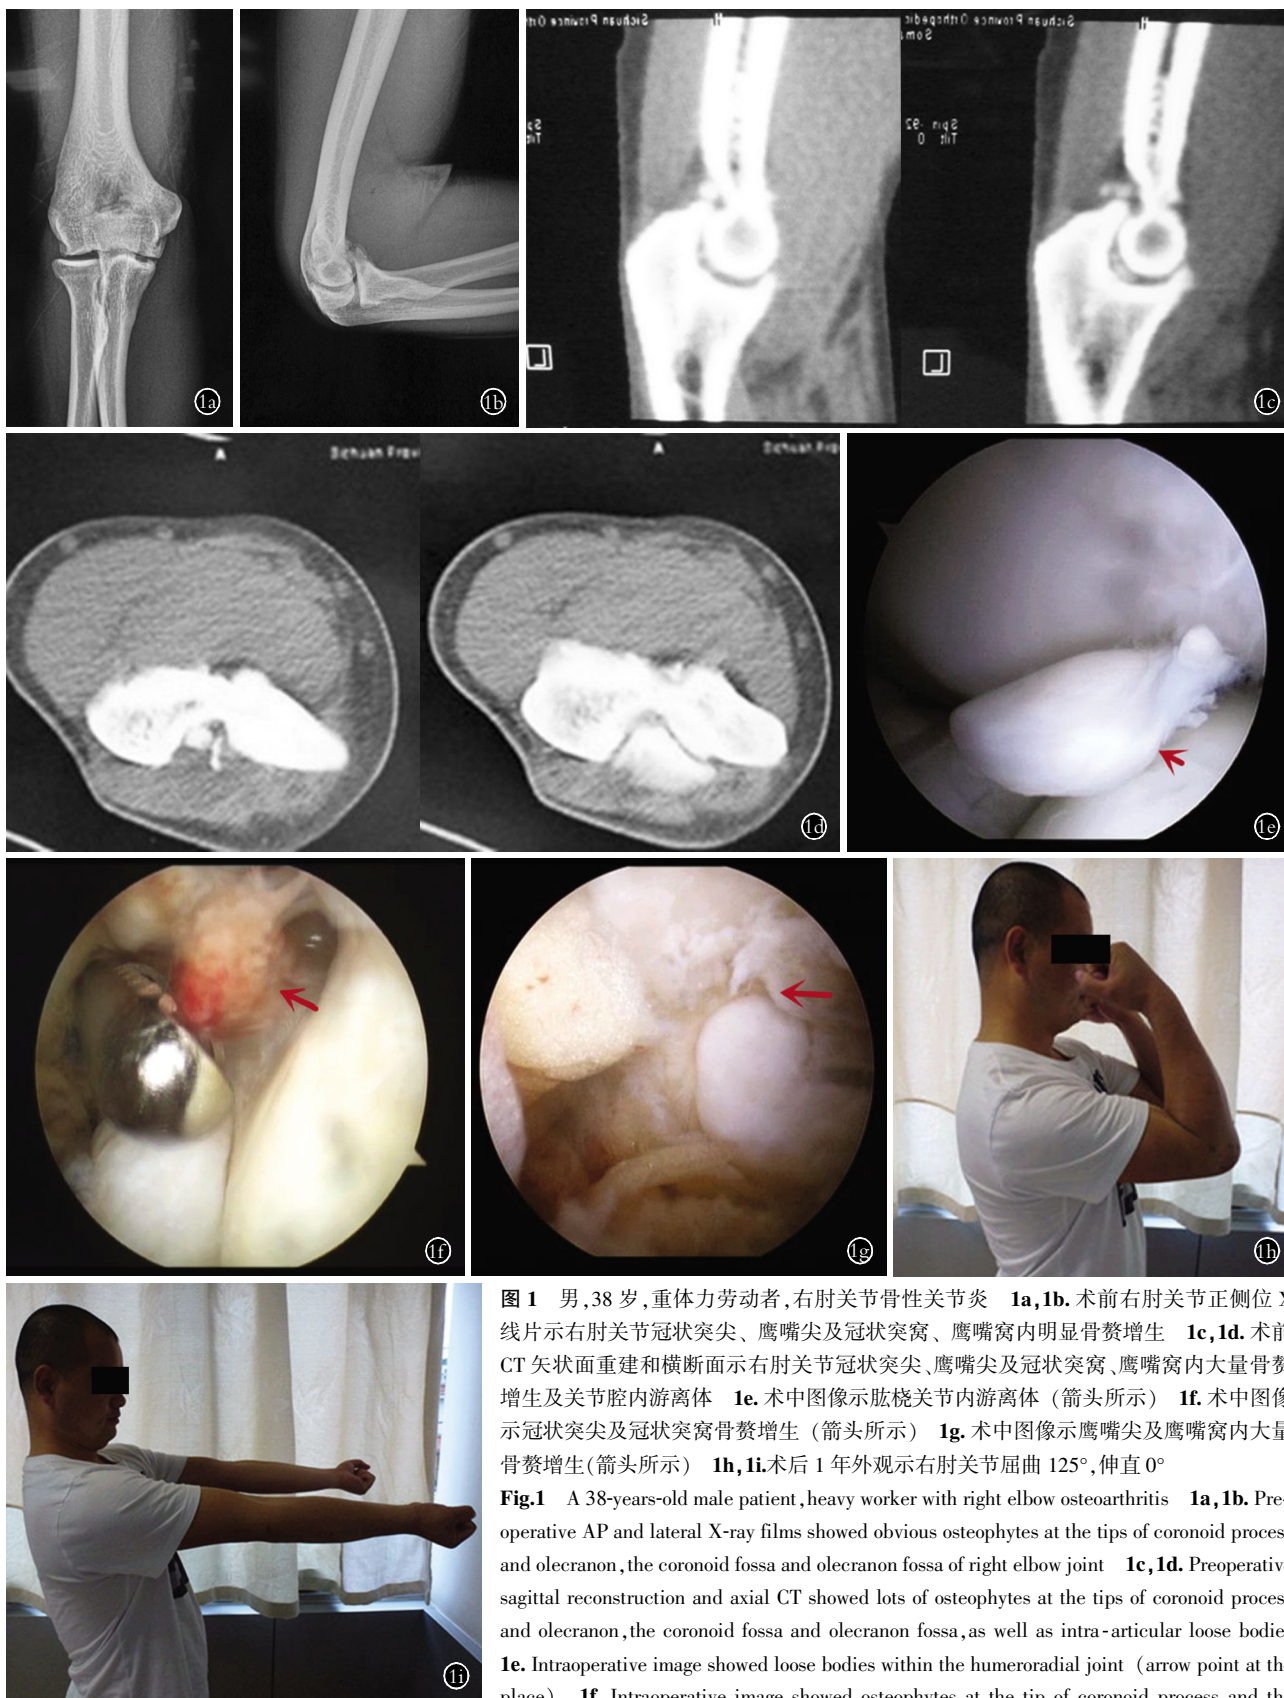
男,38 岁,重体力劳动者,右肘关节骨性关节炎 1a,1b. 术前右肘关节正侧位 X 线片示右肘关节冠状突尖、鹰嘴尖及冠状突窝、鹰嘴窝内明显骨赘增生 1c,1d. 术前 CT 矢状面重建和横断面示右肘关节冠状突尖、鹰嘴尖及冠状突窝、鹰嘴窝内大量骨赘增生及关节腔内游离体 1e. 术中图像示肘腕关节内游离体 (箭头所示) 1f. 术中图像示冠状突尖及冠状突窝骨赘增生 (箭头所示) 1g. 术中图像示鹰嘴尖及鹰嘴窝内大量骨赘增生(箭头所示) 1h,1i. 术后 1 年外观示右肘关节屈曲 125°, 伸直 0°
